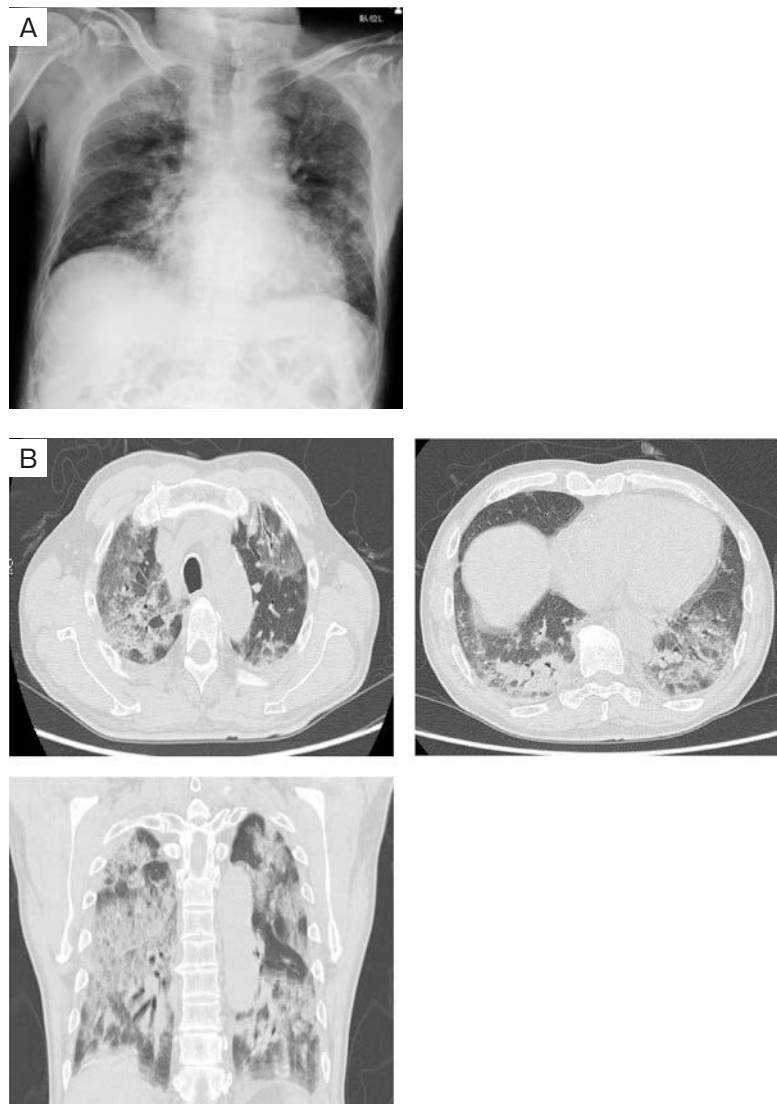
Imaging findings on admission. (A) Chest radiograph showing diffuse ground-glass opacification in both lungs. (B) Chest computed tomography (CT) scan showing diffuse ground-glass opacification and consolidation in both lungs.
